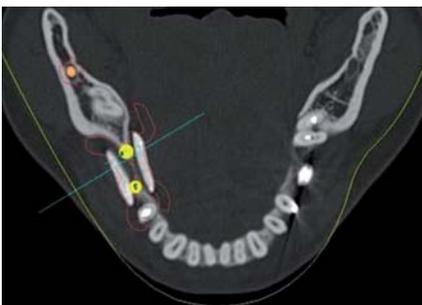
Darstellung der Zähne im Durchtrittsbereich im CT-Bild. – Abb. 2: Gegossene Abutments in Regio 12 und 13. – Abb. 3: Gegossenes Abutment mit Keramikschulter im vestibulären Bereich.
